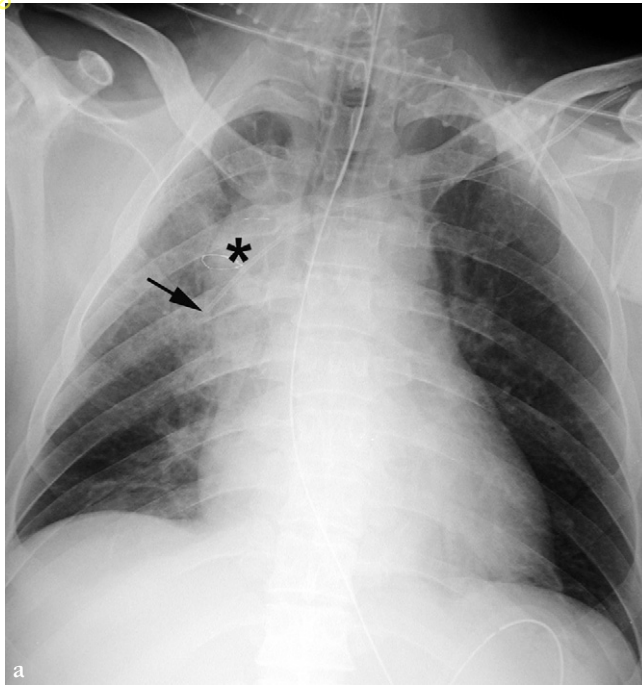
(a) Radiographie thoracique de face.
